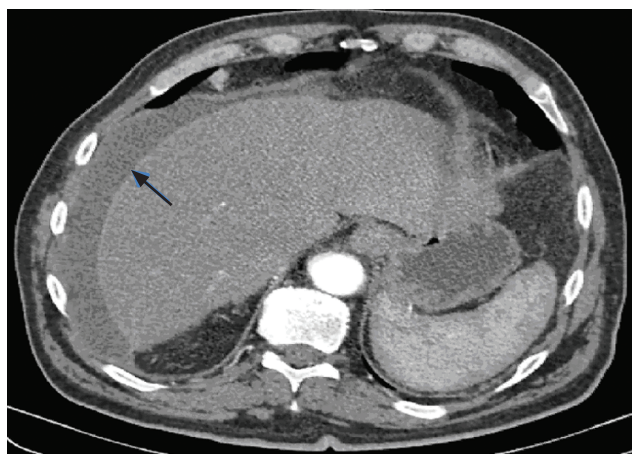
МСКТ пациента с панкреонекрозом.
